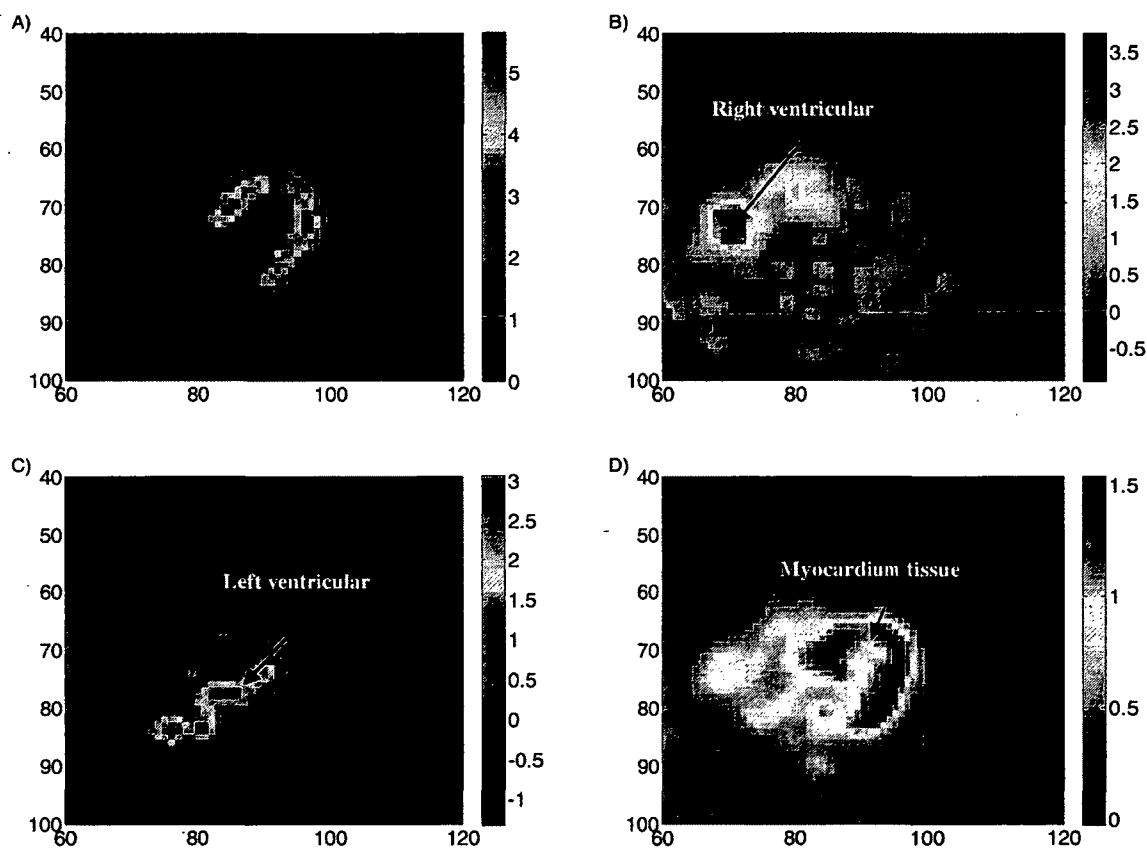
The three component images obtained from a dynamic ^{82}Rb human PET from ICA-GGD model. (A) the original image, (B) the left ventricular component image, (C) the right ventricular component image, and (D) the tissue component image
